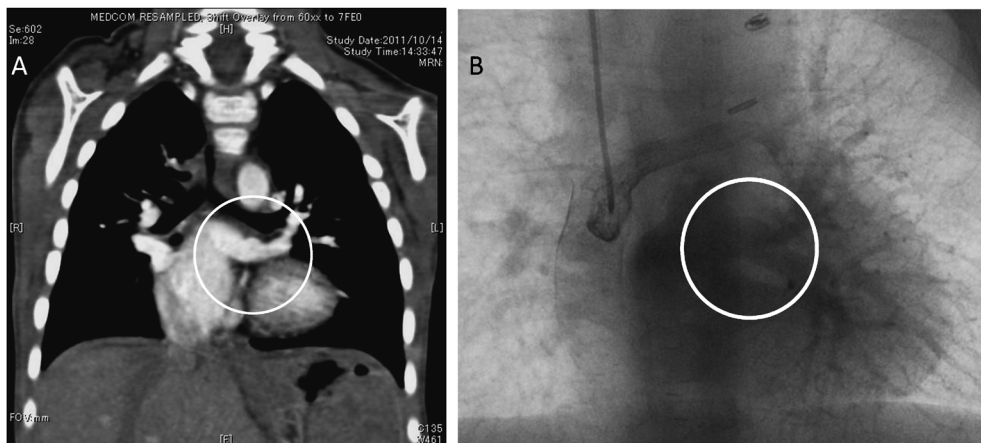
Postoperative multiple-detector computed tomography (A) and angiography (B)
